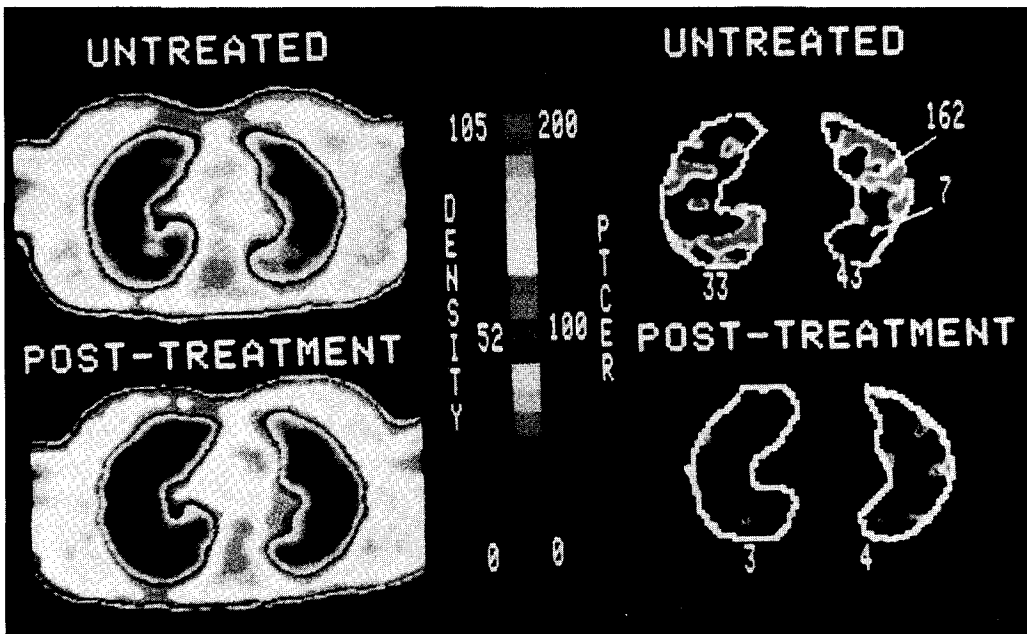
Serial Ga-68 transferrin PET images in allograft lung rejection before and after treatment.
